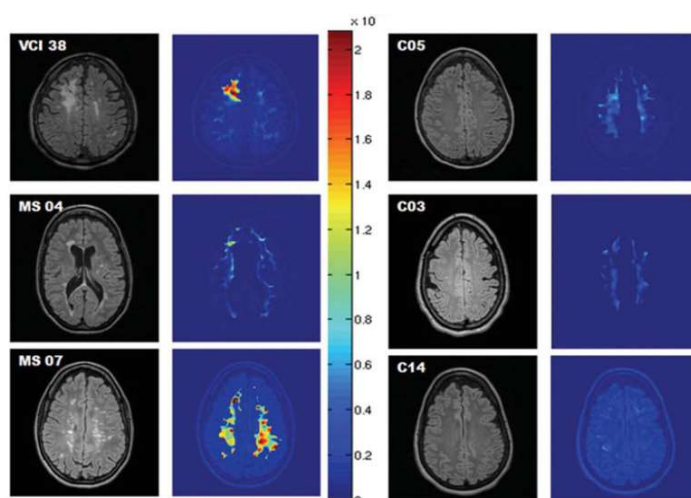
Imagens FLAIR e respectivos mapas de permeabilidade de BHE (K_{trans}), cortes correspondentes em três pacientes (coluna à esquerda) e três participantes do grupo de controlo (à direita) (Adaptado de: *Quantitative measurement of blood-brain barrier permeability in human using dynamic contrast-enhanced MRI with fast T1 mapping* (1)).
